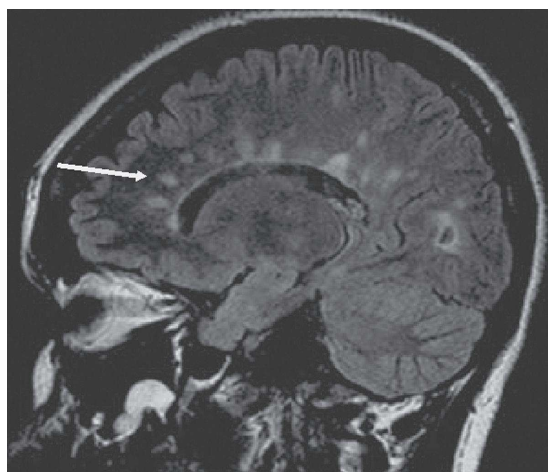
Imagem FLAIR no plano sagital demonstrando “dedos de Dawson”
